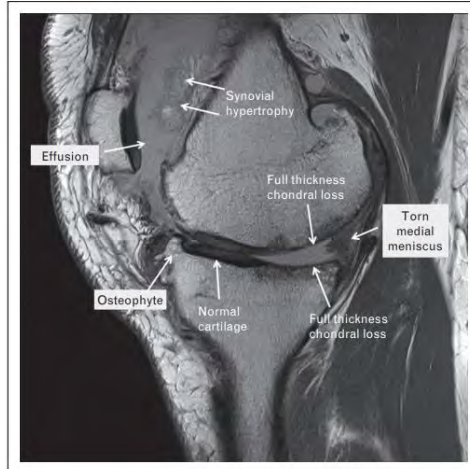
Resonancia magnética sagital con densidad de protones que muestra una artrosis avanzada del compartimento femorotibial medial, con pérdida de espesor total de cartílago [10].
